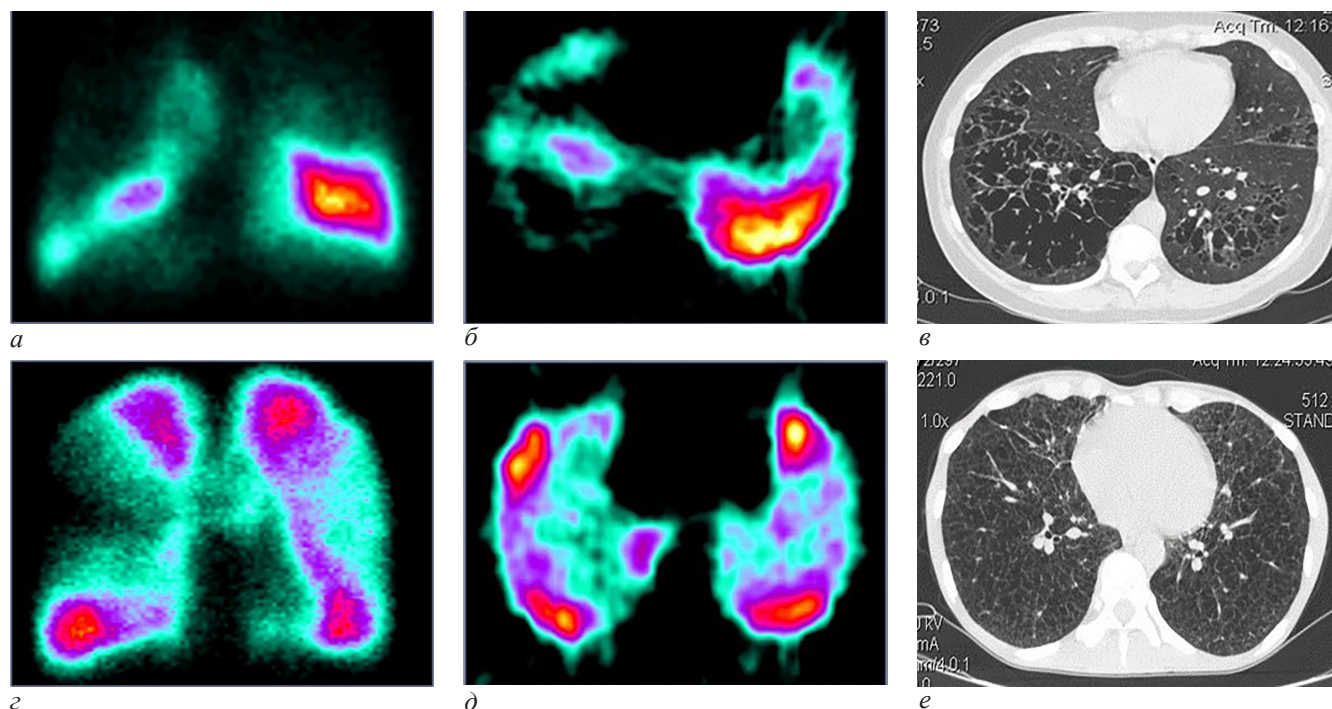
Дифференциальная диагностика гистиоцитоза Х и лимфангиолейомиоматоза у женщин: а, б, е – гистиоцитоз Х; а – скintiграмма легких в прямой проекции при гистиоцитозе Х, скintiграфическая картина «пламя свечи»; б – аксиальный срез ОФЭКТ в проекции базальных сегментов. Локальные дефекты микроциркуляции; е – аксиальный срез КТ. Кистозная перестройка легочной ткани, отдел скintiграммы; з, д, е – лимфангиолейомиоматоз, диффузная форма; з – скintiграмма легких в прямой проекции при ЛАМ, дефекты перфузии неправильной формы во всех отделах; д – аксиальный срез ОФЭКТ в проекции базальных сегментов. Локальные дефекты микроциркуляции и участки гиперперфузии; е – аксиальный срез КТ. Кистозная перестройка легочной ткани (собственные данные)
